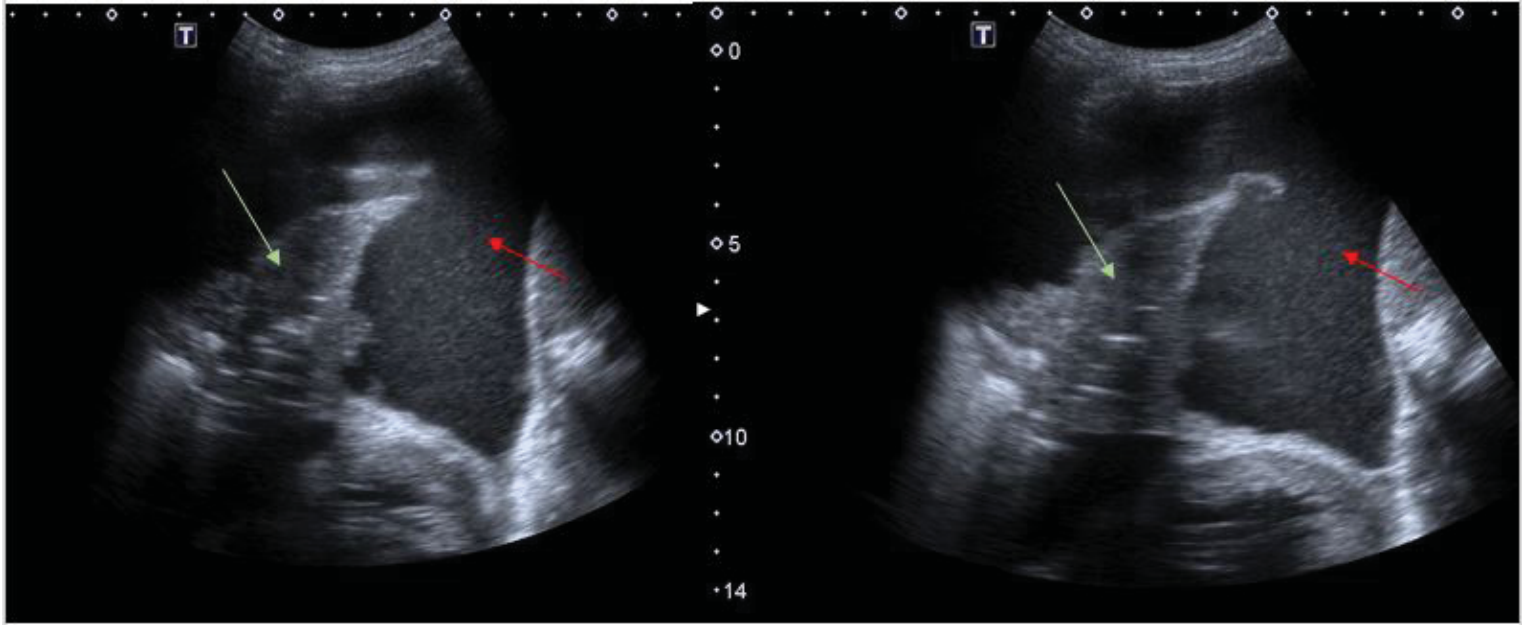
Ecografía Pulmonar base izquierda: Líquido pleural abundante (flecha roja). Atelectasia Pulmonar (“Signo de la trompa del elefante”) con broncograma aéreo en su interior (flecha verde).
